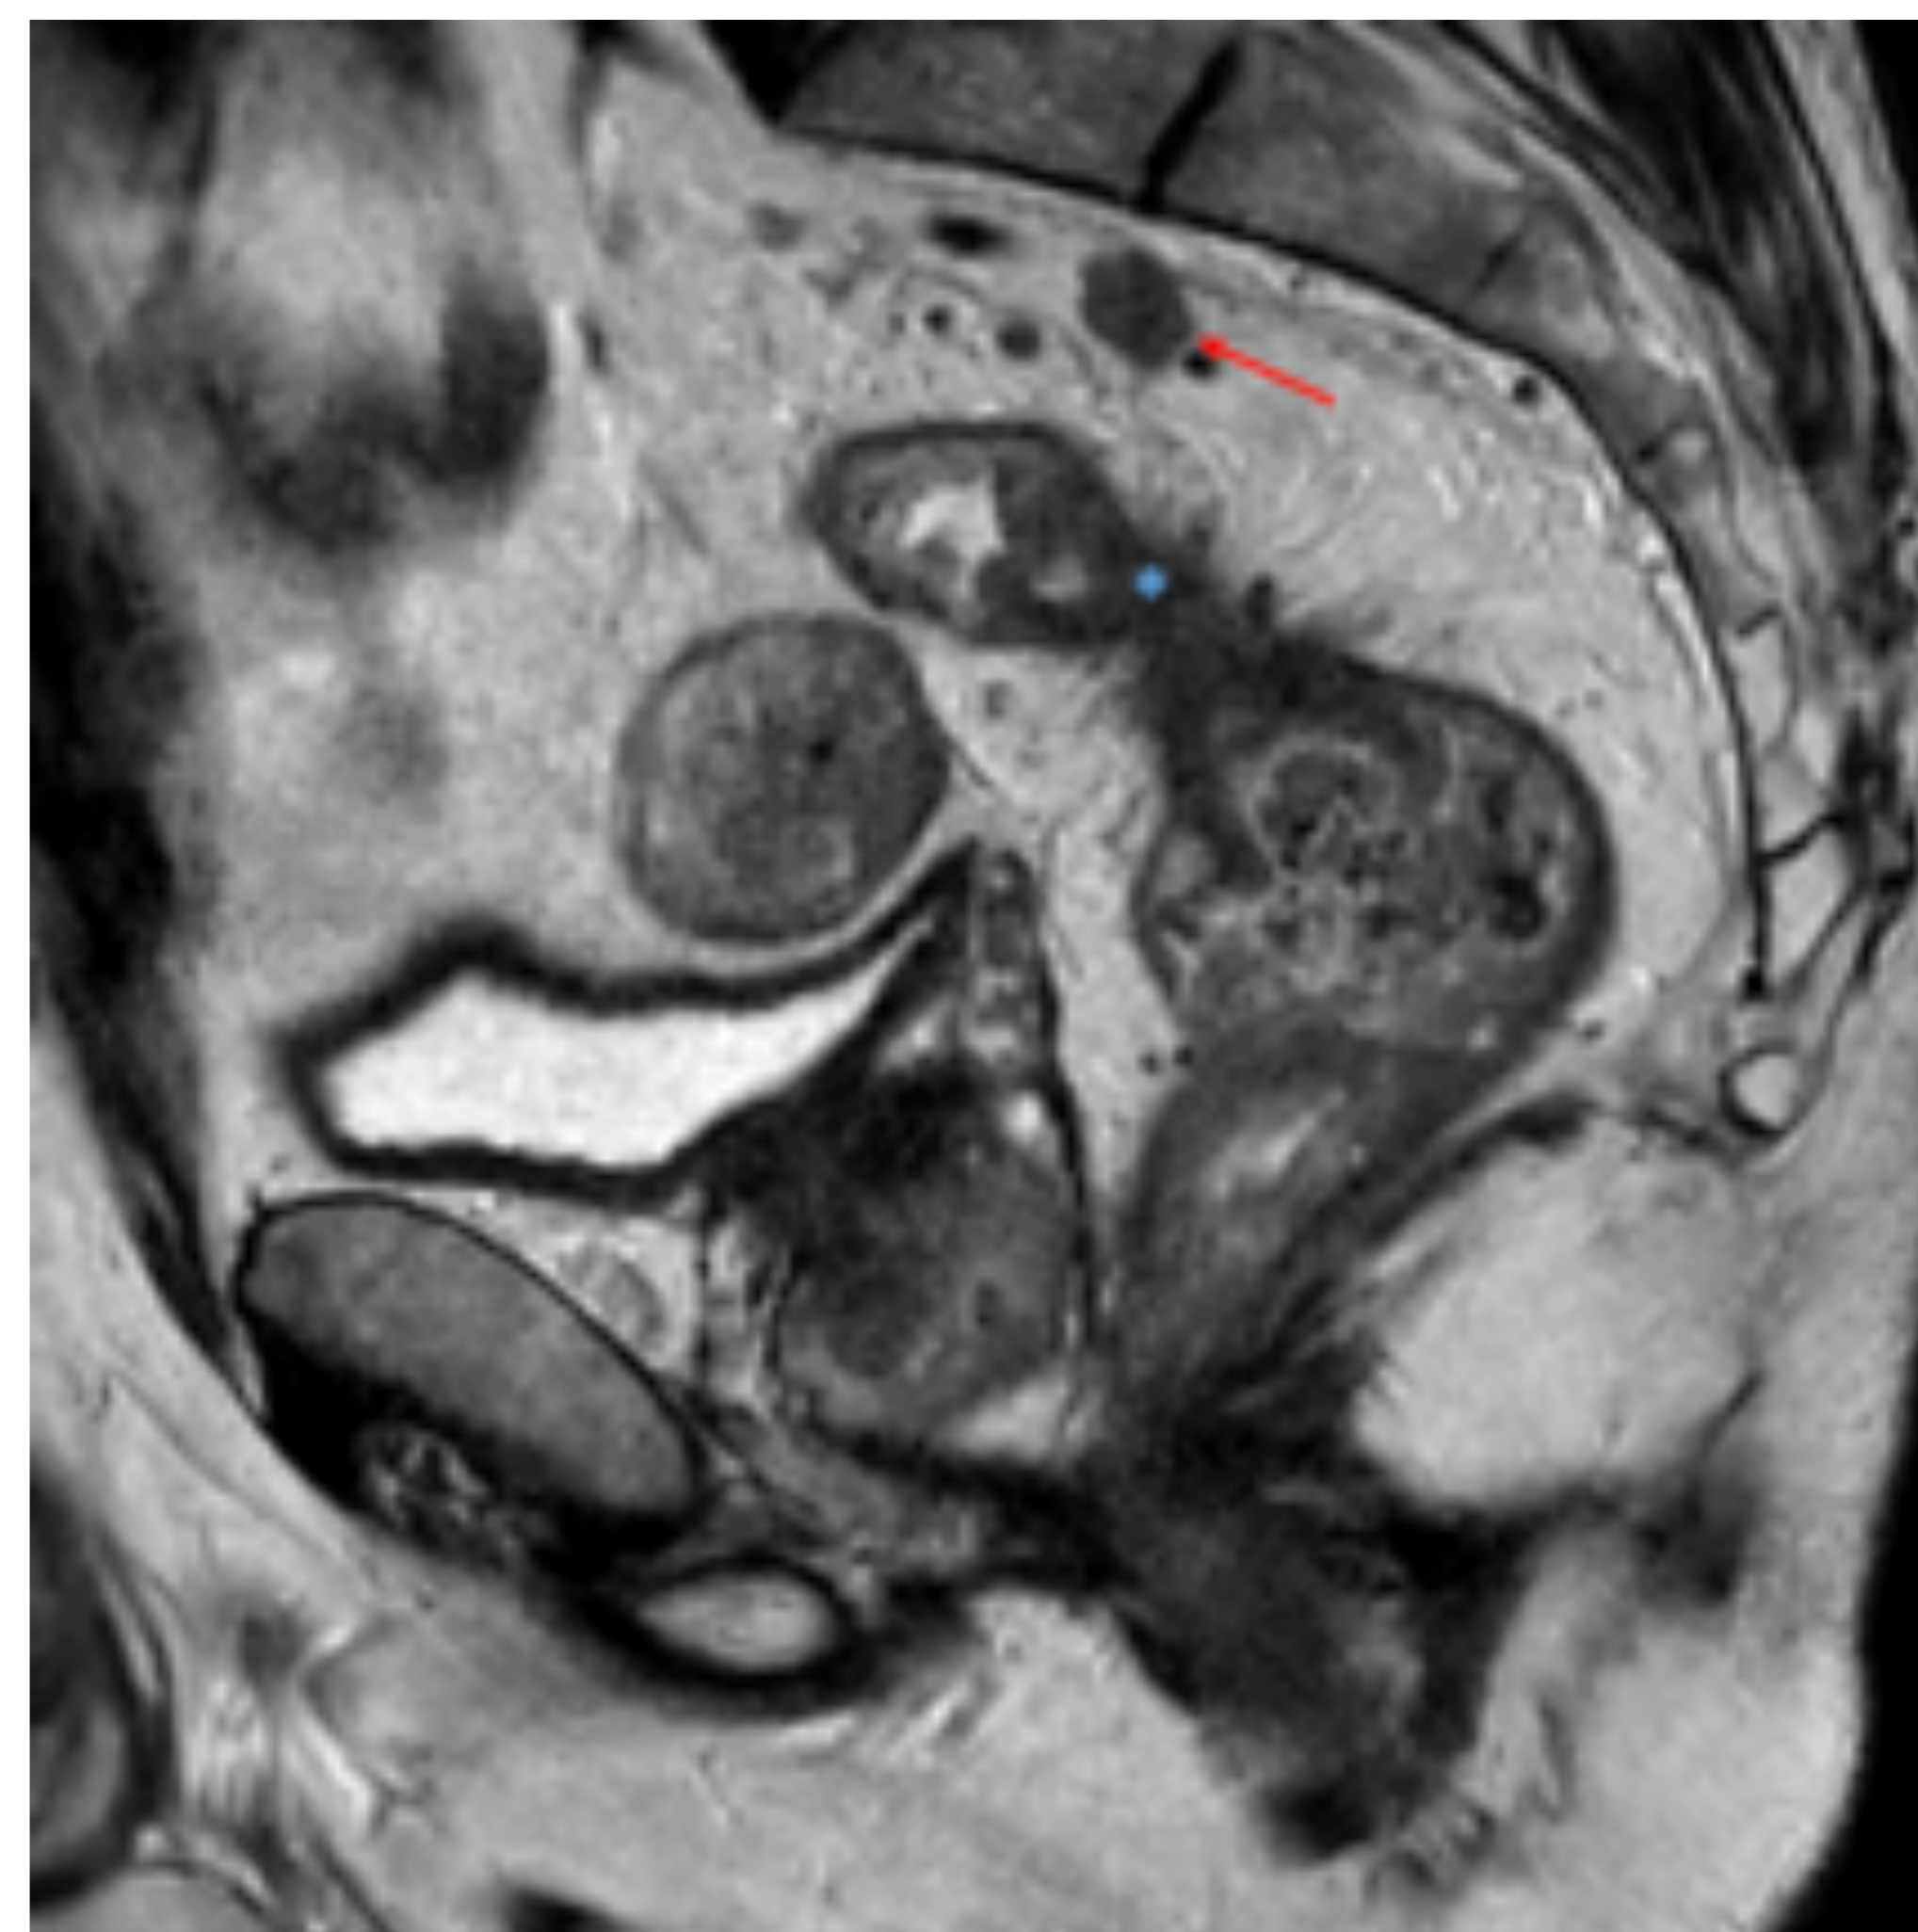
Adenopatía rectal superior. RM pélvica, corte sagital T2. Varón de 60 años con neoplasia a 10 cm de margen anal (\*). Se observa una adenopatía de 9 mm y bordes irregulares en cadena rectal superior (flecha roja).
